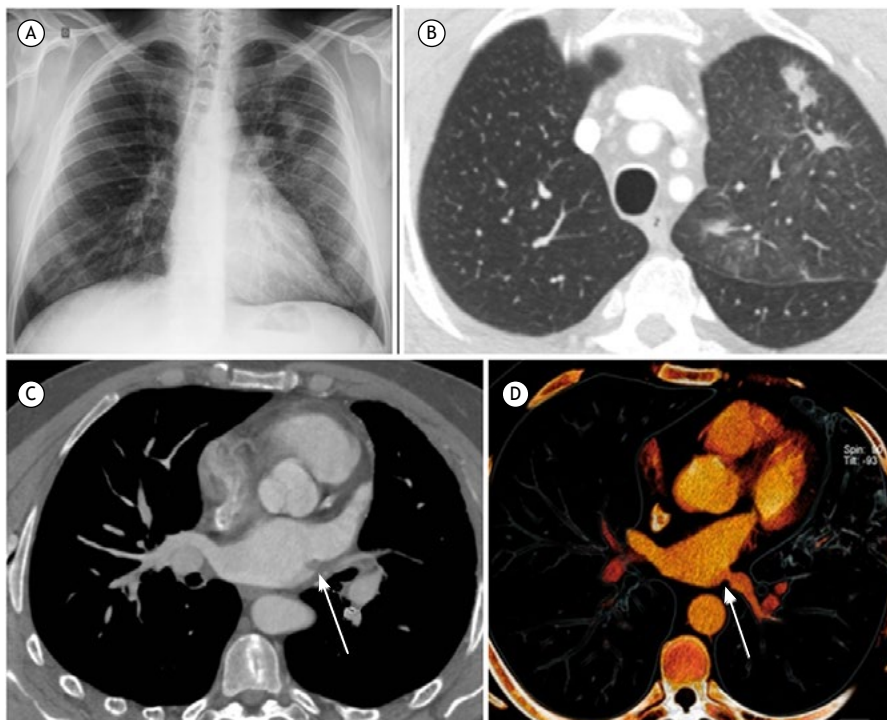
Radiografia de tórax (A) mostrando opacidades pulmonares no lobo superior esquerdo. Tomografia computadorizada de tórax axial (B) demonstrando consolidações, algumas das quais nodulares, opacidades em vidro fosco e espessamento de septos interlobulares no lobo superior esquerdo, compatíveis com congestão pulmonar. Imagens axiais adquiridas ao nível do átrio esquerdo mostrando defeitos de afilamento e preenchimento da veia pulmonar do lobo superior esquerdo (C) (seta) e estenose do óstio da veia pulmonar inferior esquerda (D) (seta).
